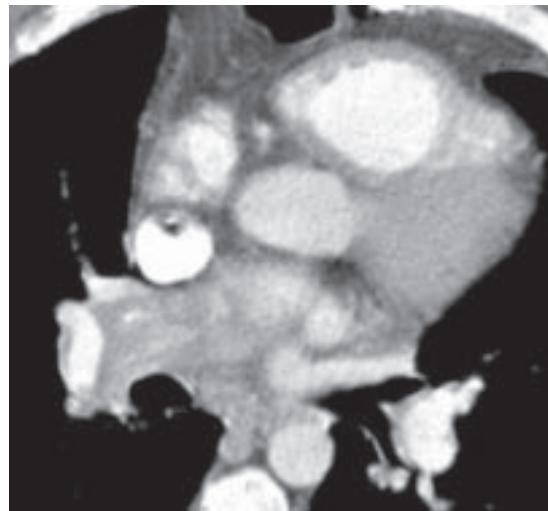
Tomografía de tórax contrastada, ventana para mediastino, donde se observa defecto de llenado de la arteria pulmonar derecha compatible con tromboembolia pulmonar.
